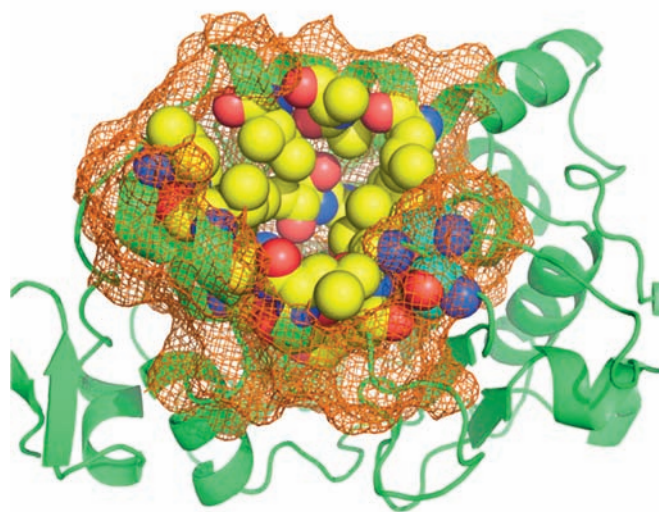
Область активного центра – фрагмент полноразмерной структуры фермента, состоящий из аминокислотных остатков, которые взаимодействуют с функциональными группами субстрата как в процессе доставки (диффузии) субстрата в активный центр, так и при его ориентации в активном центре (показаны желтым), а также аминокислотных остатков, обеспечивающих функционирование каталитического механизма (показаны синим), и ряда окрестных остатков, формирующих целостность выделенного фрагмента (показано сеткой).
